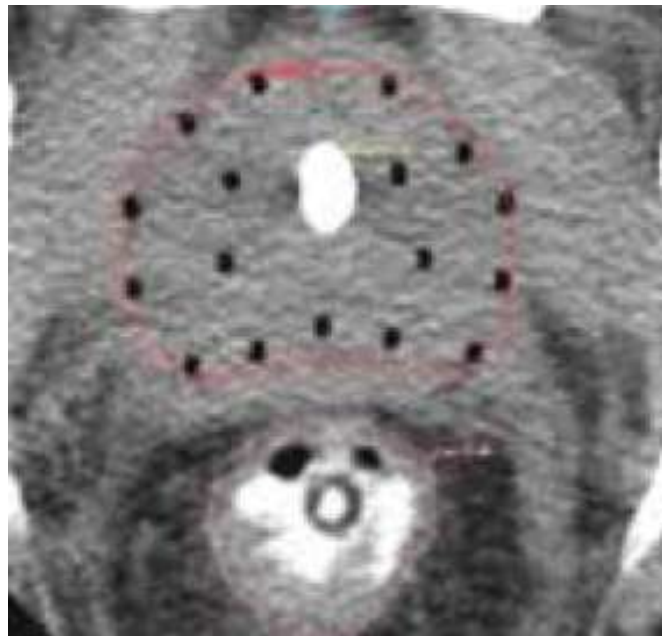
Imagen de una TC en un implante de próstata con catéteres plásticos.
